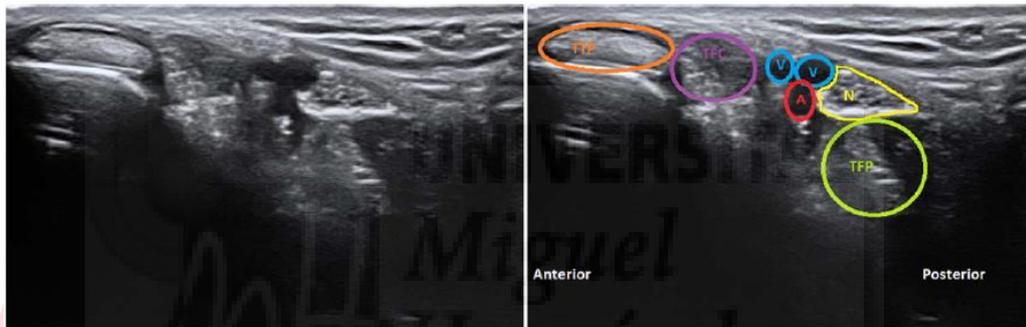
Ecografía del Síndrome del Túnel Tarsiano<sup>7</sup>
